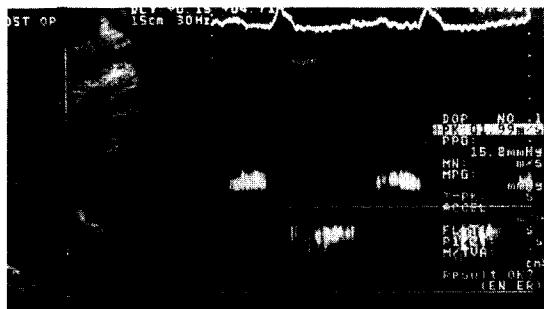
Postoperative tricuspid valve doppler test.
